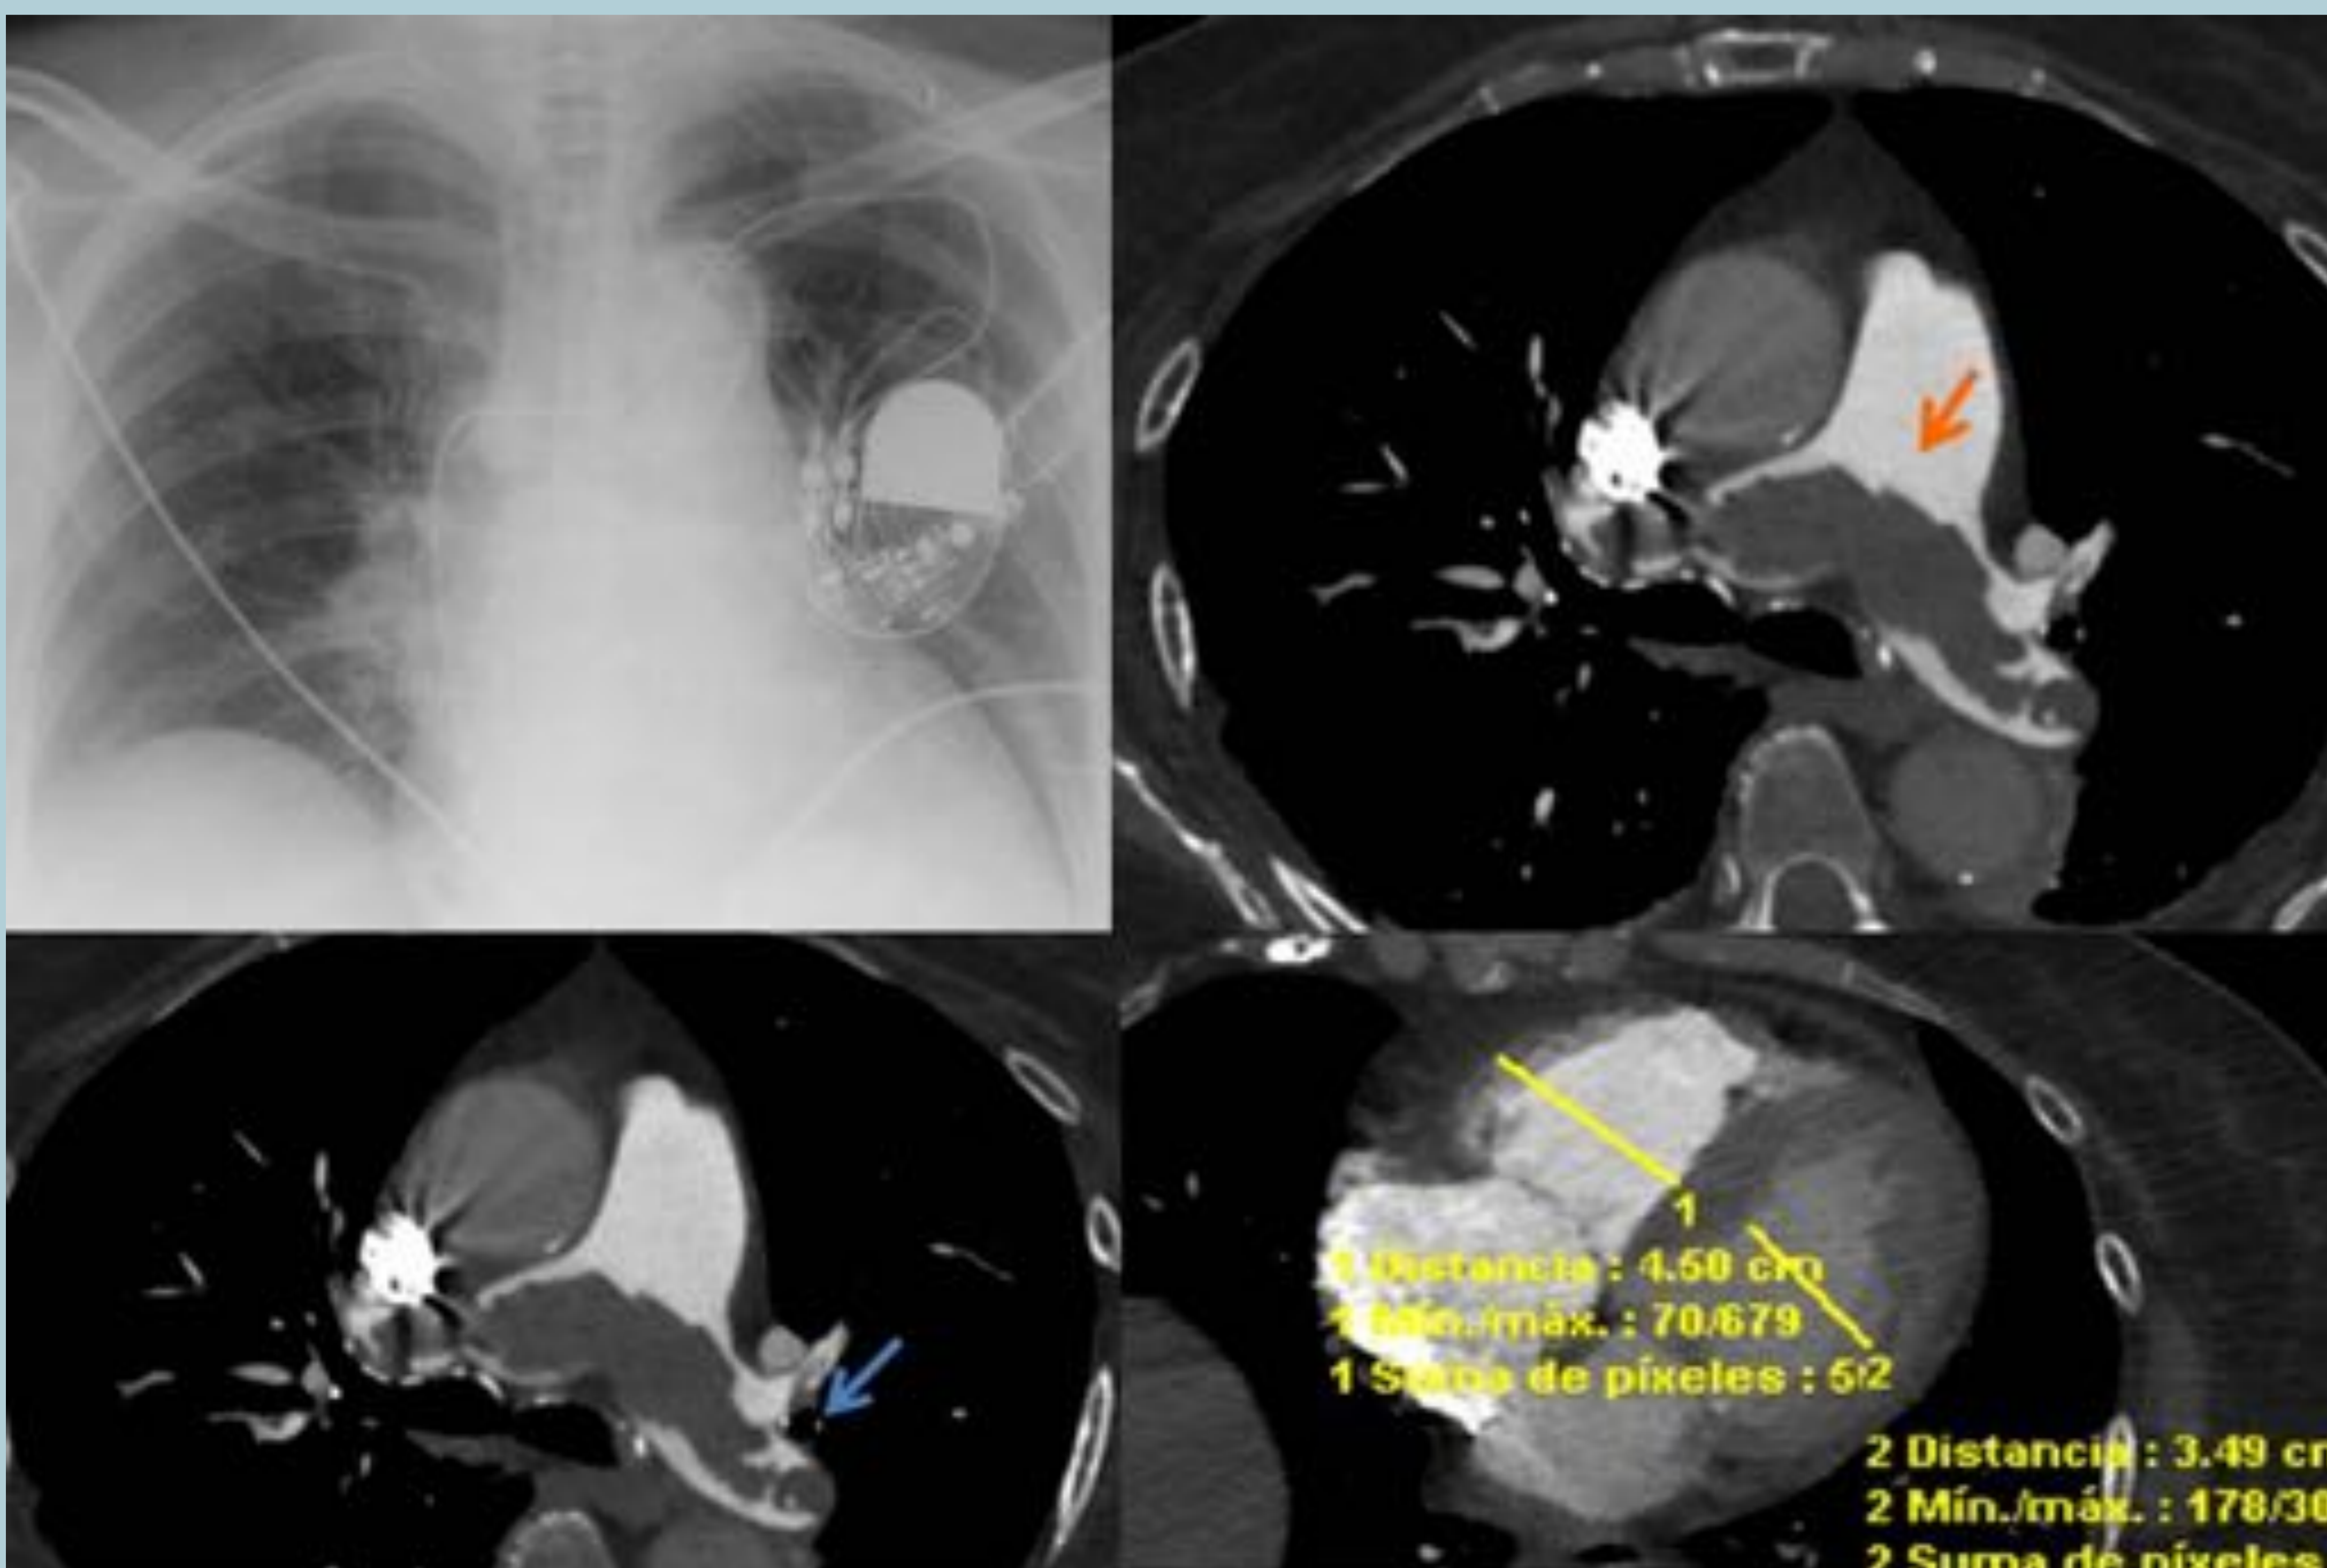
Radiografía de tórax de una mujer de 87 años con disnea súbita y dímero D elevado, que no mostró patología significativa. Se realizó una angio-TC de arterias pulmonares que mostró un defecto de repleción central, que afectaba a ambas arterias pulmonares principales (flecha naranja), a todas las arterias pulmonares lobares (flecha azul) y la mayoría de las ramas segmentarias. Había también signos de sobrecarga cardiaca derecha (rectificación de tabique interventricular e incremento del tamaño de las cavidades derechas).
